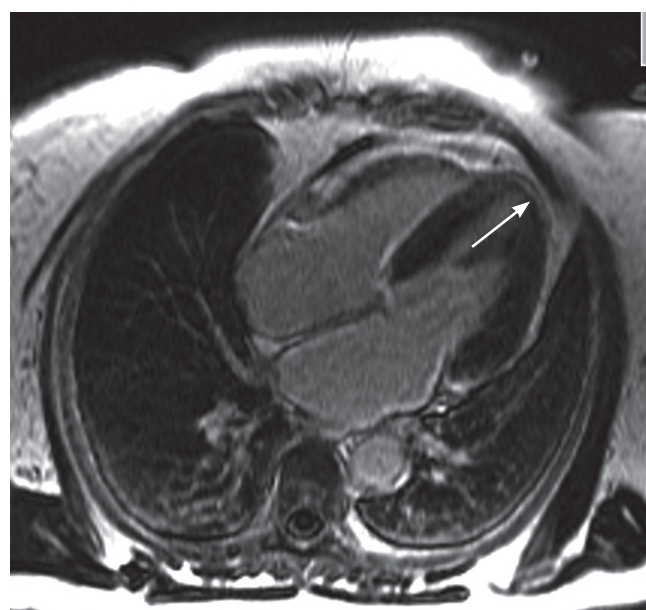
МРТ сердца с гадолинием больной С., 65 лет. Стрелкой обозначен белесый участок отсроченного накопления гадолиния в области верхушки ЛЖ (интрамиокардиальный фиброз)
